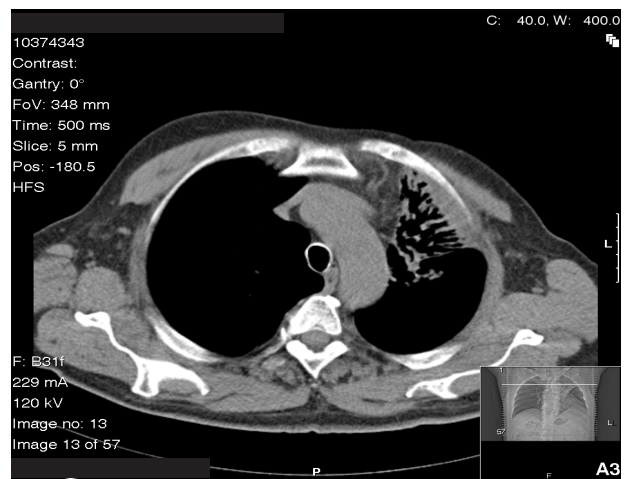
Caso 1: TC (12/08) – Metástase pulmonar residual pós-RT
